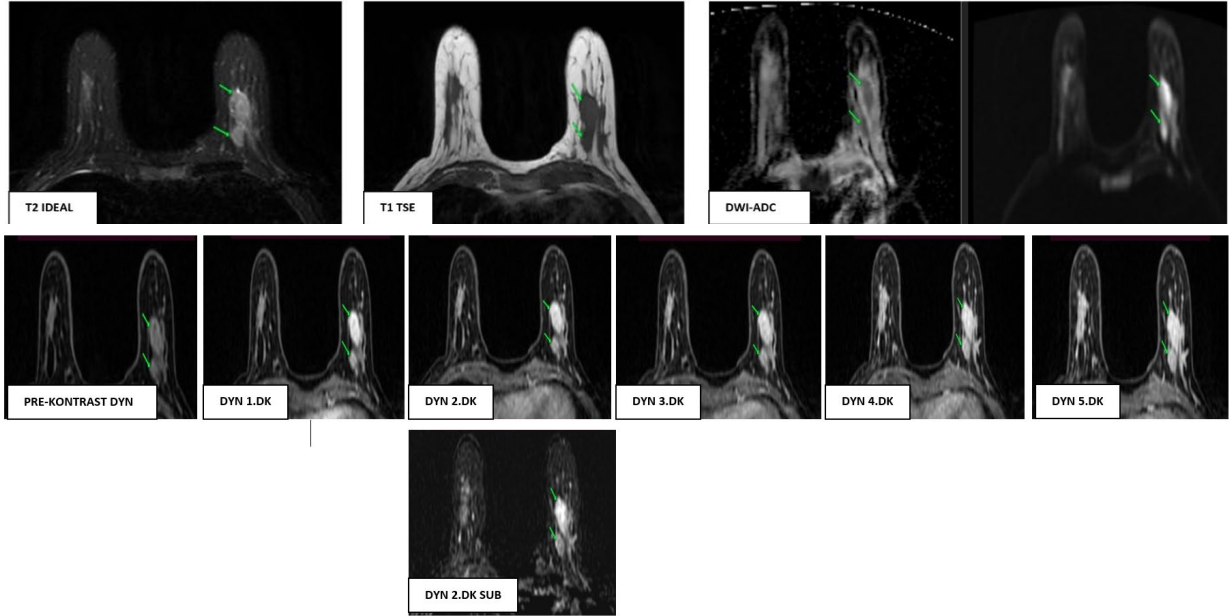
Olgu 1. Tam protokol MRG’ deki tüm sekanslarda sağ meme iç kadrındaki iki adet invaziv duktal karsinoma odağı görülmektedir (yeşil oklar).
